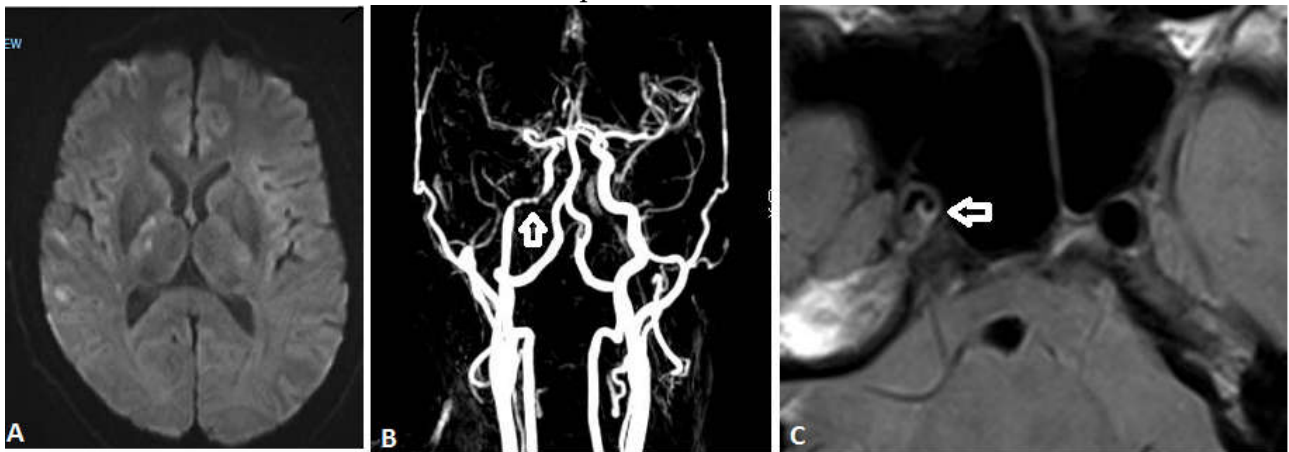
Hình minh họa một trường hợp nhồi máu não có hẹp động mạch kiểu lệch tâm trong dân số nghiên cứu. Nhồi máu não nhánh vỏ vùng chi phối MCA trái (A). MRA ghi nhận hẹp ICA trái nội sọ (B, mũi tên). HR-MRI ghi nhận sang thương thành mạch gây hẹp lệch tâm ICA trái (C, mũi tên)
